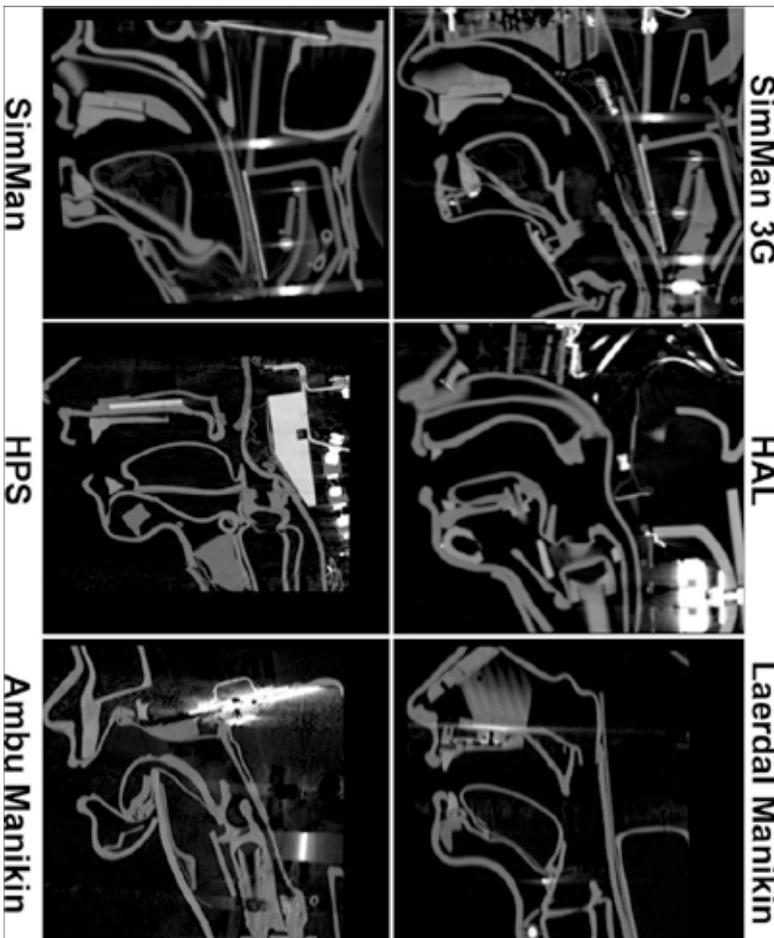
Comparaison des radiographies de 6 différents types de mannequin d'après Schebesta et al [25].
